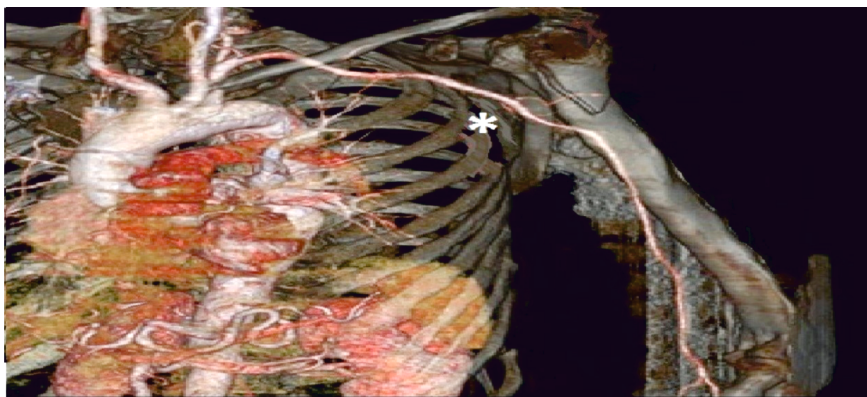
The computerized tomography angiography, arterial structures were preserved (*).
